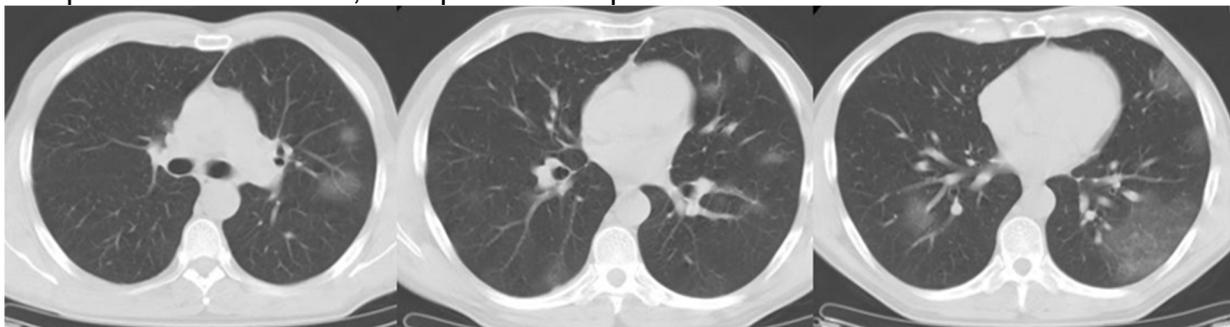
Tomografia Computadorizada realizada em 17 de julho de 2020, apresentando aumento das extensões do comprometimento das opacidades em vidro fosco.
